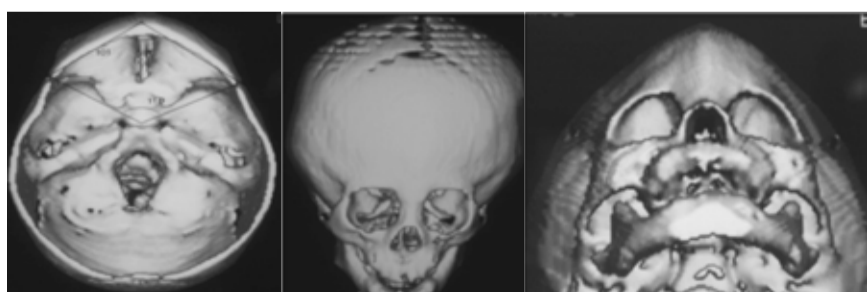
Bambino di 6 mesi affetto da trigonocefalia tipo 3. Lo studio con TC-3D conferma la precoce fusione della sutura metopica e la conseguente cresta metopica. Nella figura a sinistra si evidenziano le modifiche presenti a livello della base cranica, cioè aumento della distanza nasion-clinoide; riduzione dell'angolo nasion-pterion e della distanza bipterionale; aumento dell'angolo clinoide-pterion.
